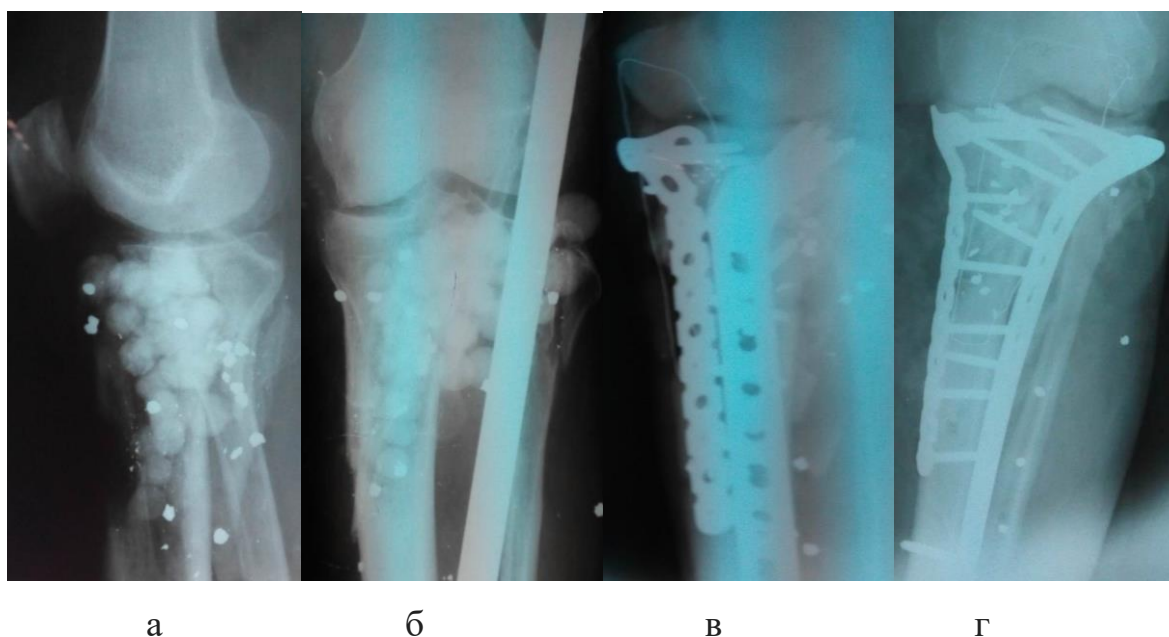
Рентгенографія лівої гомілки хворого Ш. пряма (а) та бокова (б) проекції до операції (невірноконсолідуєний перелом проксимального відділу лівої великогомілкової кістки, наявність цементних «бусин») та після оперативного втручання – пряма (г) та бокова (в) проекції (остеосинтез проксимального метафізу лівої великогомілкової кістки двома LCP з кістковою аутопластикою)
